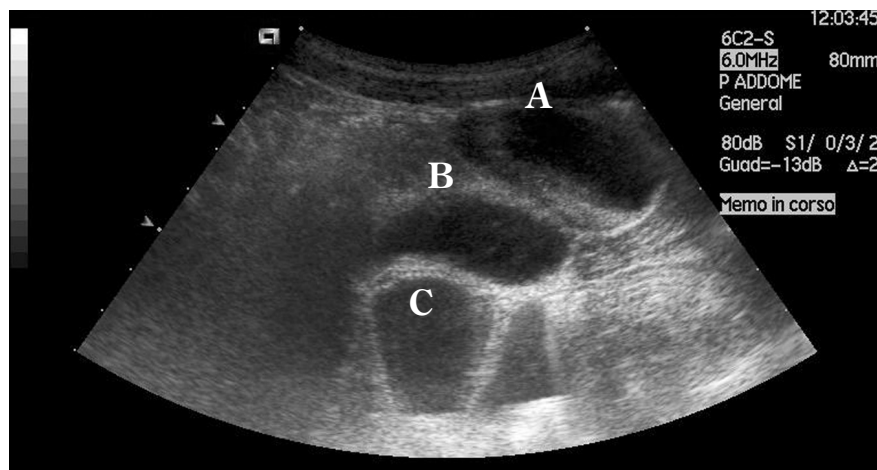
Ecografia addominale: lesione ovale sopravescicale con livello fluido-fluido all'interno (A); vescica (B); intestino (C).
